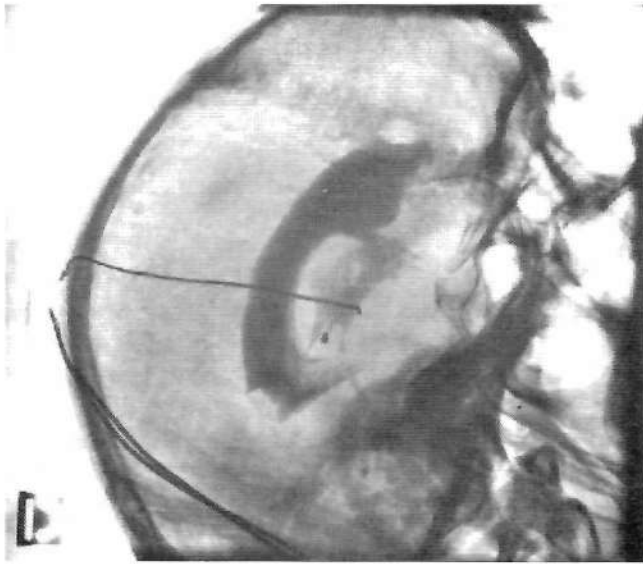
Ventriculografía de control realizada después de la implantación estereotáxica de un electrodo de estimulación cerebral profunda. Proyección lateral. Recordar que en los comienzos de las técnicas de estimulación cerebral profunda la ventriculografía era el examen que permitía controlar la posición de los electrodos. No se disponía de escanografía ni mucho menos de Resonancia.
